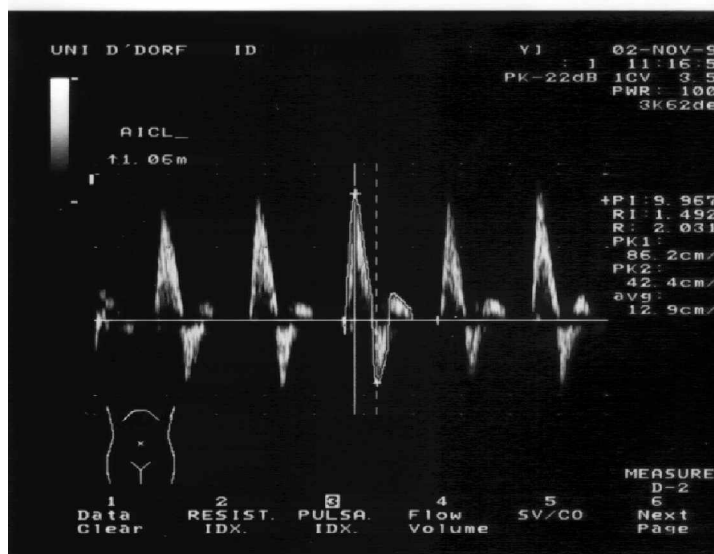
Dopplersonographischer Normalbefund: A. iliaca communis links mit typischem triphasischen Flussprofil: Maximale Flussgeschwindigkeit (Vmax): 86,2 cm/s, Pulsatilitätsindex (PI) = 9,967 und Resistance Index (RI)=1,492; Herr H.-J. H., 56 Jahre, TEA-Gruppe, Nachuntersuchung am 02.11.98
